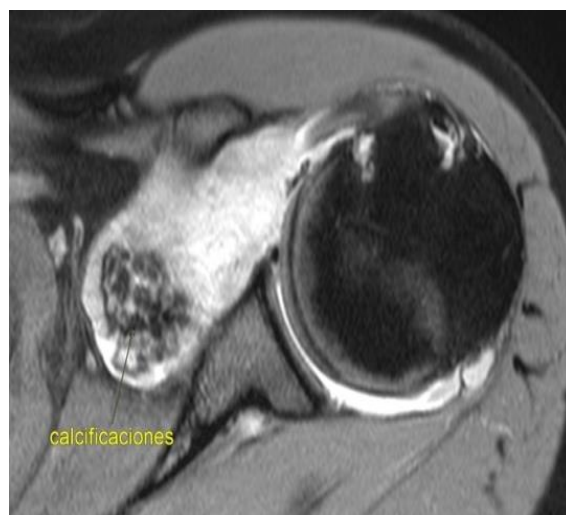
Resonancia magnética simple de hombro izquierdo corte sagital y axial secuencia de señal T2: nódulos calcificados múltiples hipointensos con halo hiperintenso, derrame articular, que abarca bursa subcoracoides, cuerpos condrales libres pequeños intrarticulares no calcificados.
